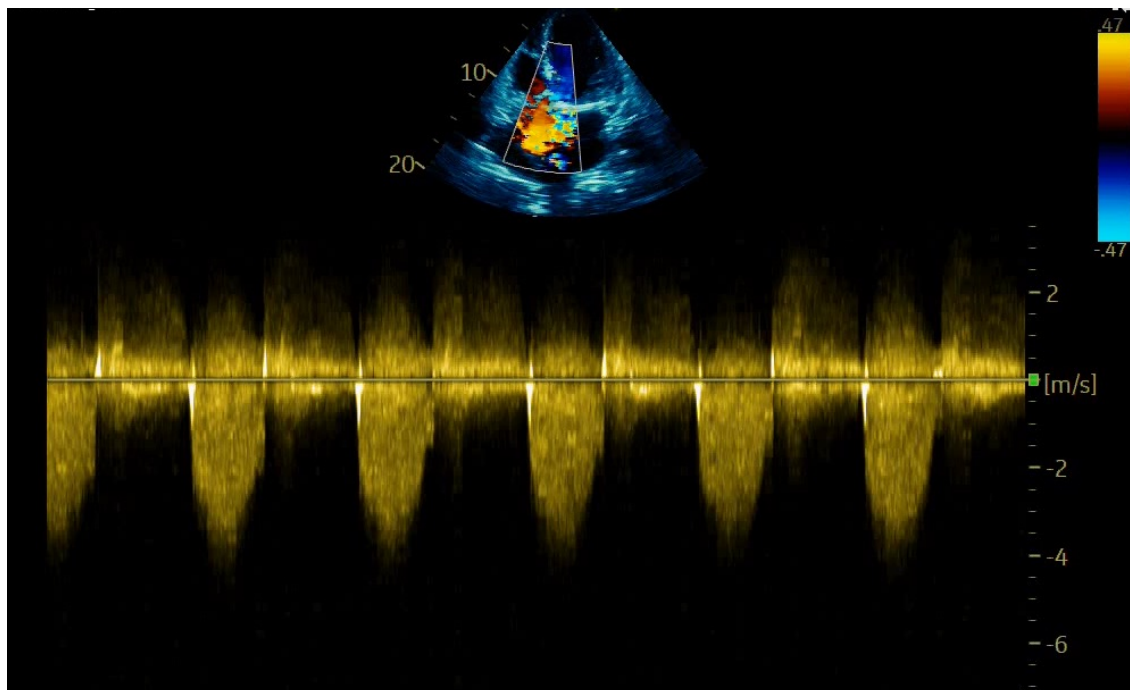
Vista apical 5 cámaras. Doppler continuo a través de válvula aortica en paciente con estenosis aortica severa con aumento de las velocidades y gradiente medio valvular.
